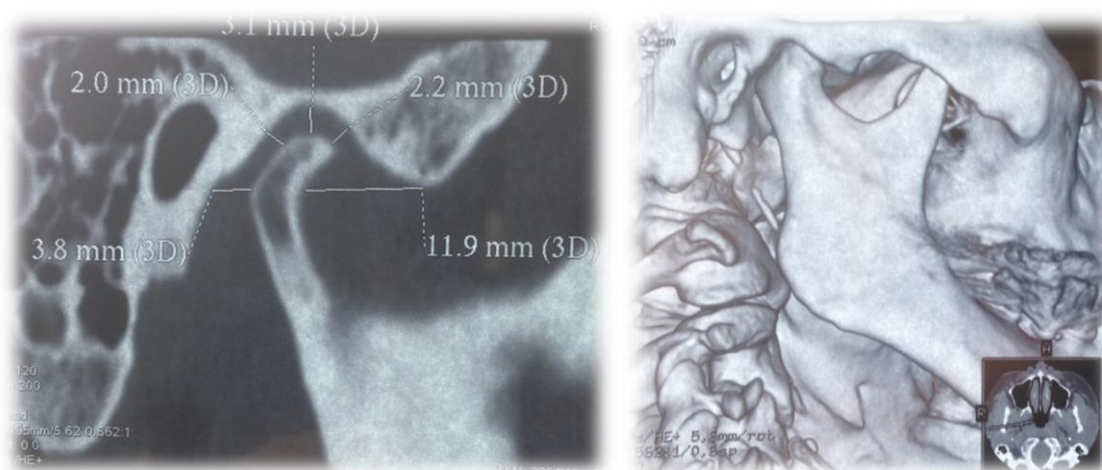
Компьютерная томограмма височно-нижнечелюстного сустава справа пациента А., 60 лет полученная в центральной окклюзии
